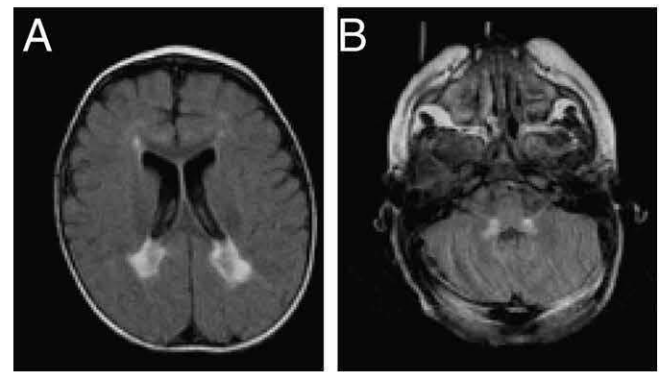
MR imaging in FLAIR sequence acquisition (10,000/150/80;TR/TI/TE). (A) Axial scan through mid ventricular level shows posterior periventricular deep white matter hyperintense lesions. (B) Axial scan through the lower pons level shows symmetric middle cerebellar peduncles white matter hyperintense lesions.
